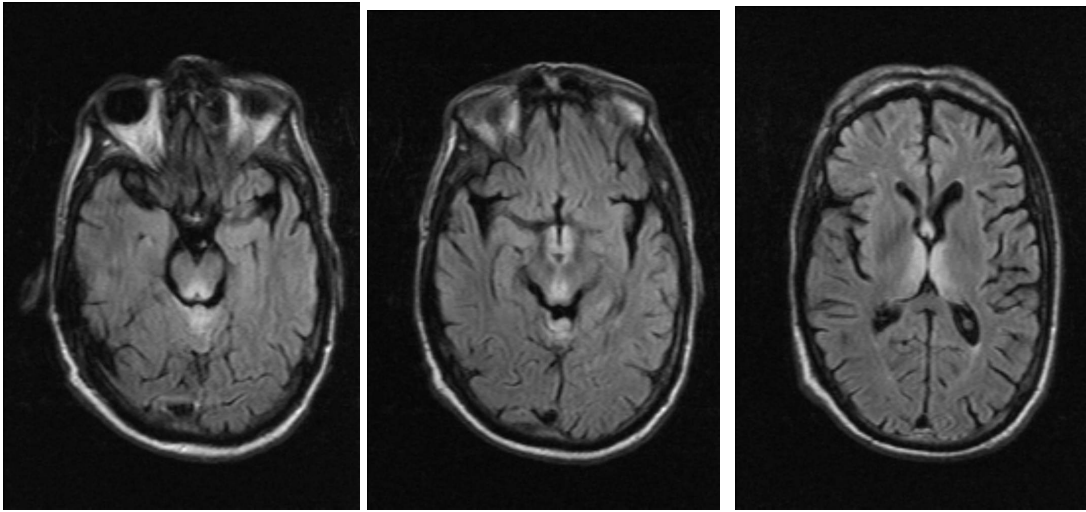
Imágenes de RM correspondientes al caso 3, con afectación de mesencéfalo, protuberancia y ambos tálamos, de forma bilateral y simétrica.
